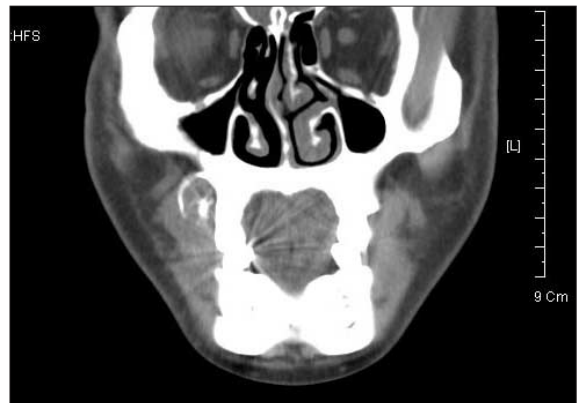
Coronal CT scan.
